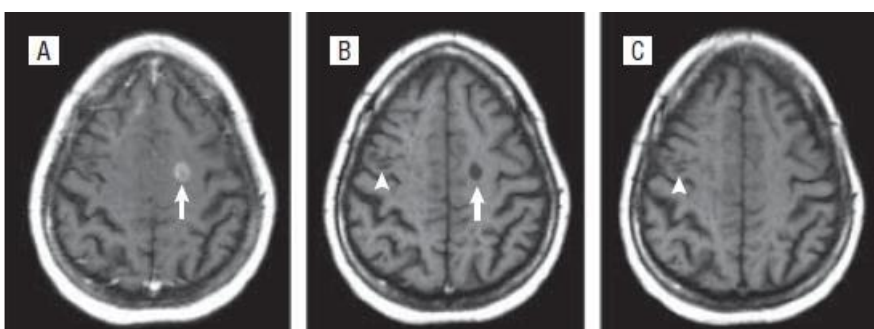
T1-gewichtete MRT Sequenzen vor und nach Kontrastmittelgabe sowie im zeitlichen Verlauf. A, T1-gewichtete Baseline Aufnahme nach Kontrastmittelgabe mit einer aufnehmenden Läsion (Pfeil); B, selbige Läsion vor Kontrastmittelgabe hypointens (Pfeil) und eine weitere hypointense Läsion, die keine Kontrastmittelaufnahme in Bild A zeigt (Pfeilspitze); C, Follow-up MRT nach einem Jahr, die Kontrastmittel aufnehmende Läsion ist nun isointens (acute black hole), die nicht aufnehmende Läsion bleibt unverändert (persistent black hole, Pfeilspitze). (47)
